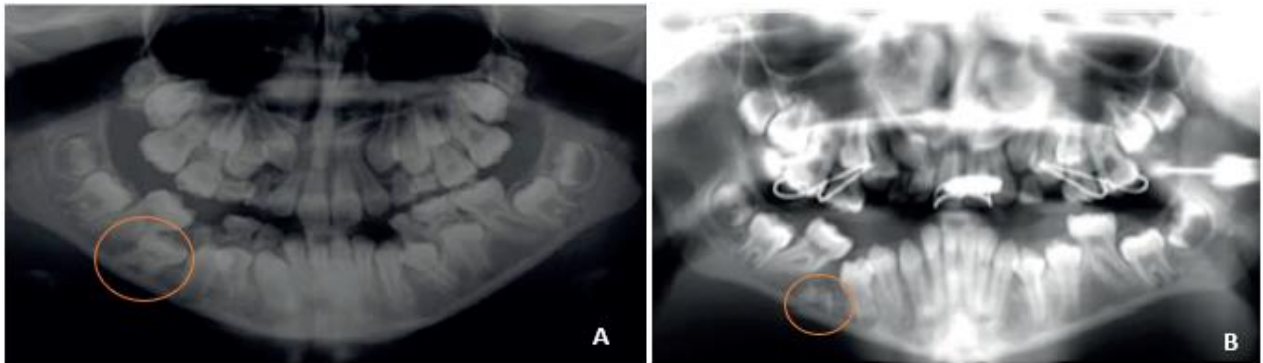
Coronectomie de 85 en infraclusion sévère. A : Orthopantomogramme pré-traitement. B : Orthopantomogramme après décoronation, persistance des racines de 85 (58)
